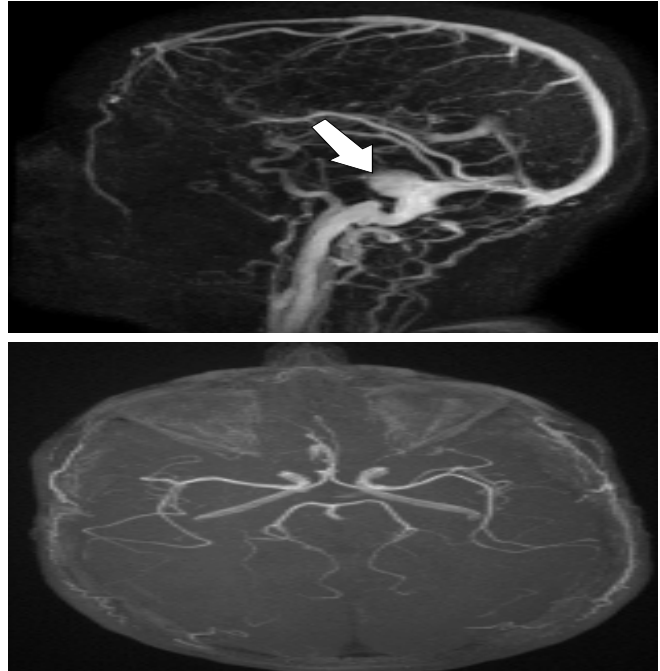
IRM cérébrale en coupes axiales en séquences T2 EG(A), T1 injectée (B), coupe sagittale 3DT1 C+ (C) et TOF (D) montrant une dilatation sacciforme du sinus sigmoïde droit rehaussée après injection de gadolinium (flèche). La séquence axiale TOF n'a pas objectivé de fistule durale.
